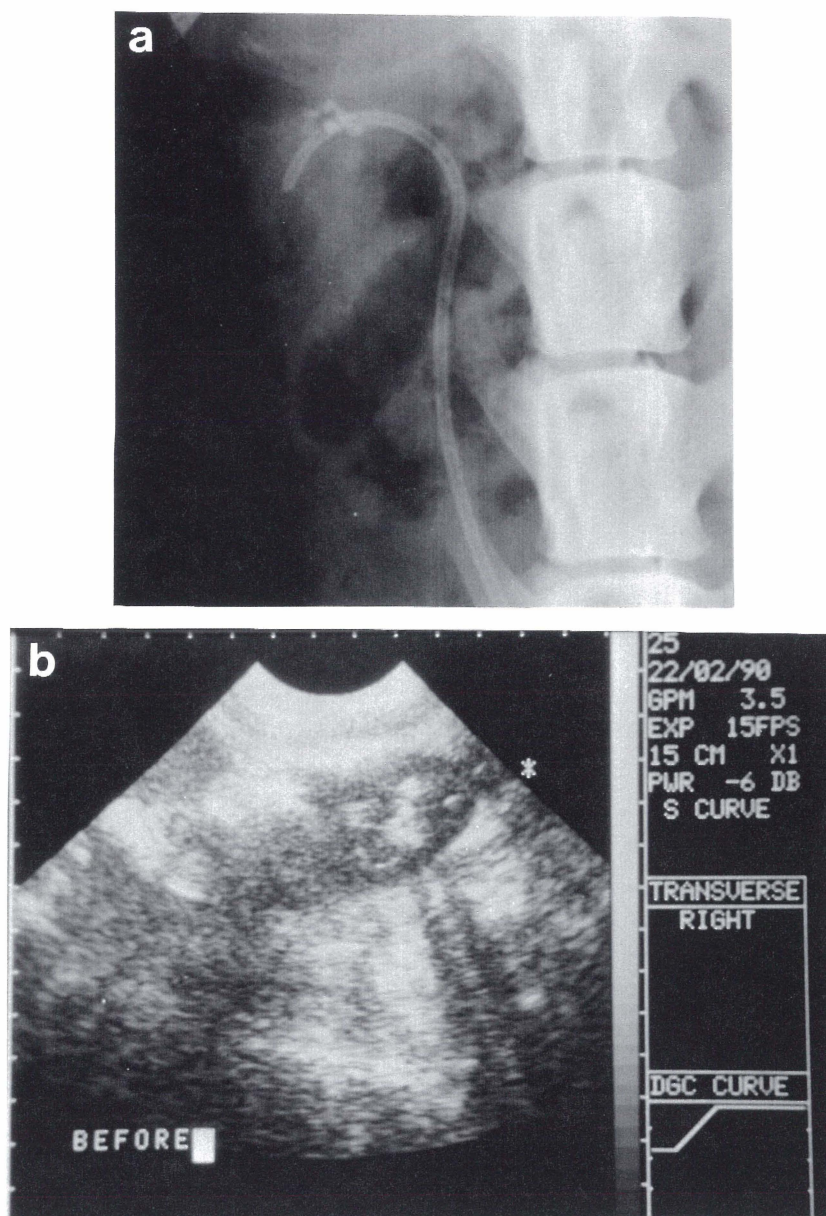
Comparaison entre la radiographie et l'échographie pour la détection de petits calculs.
